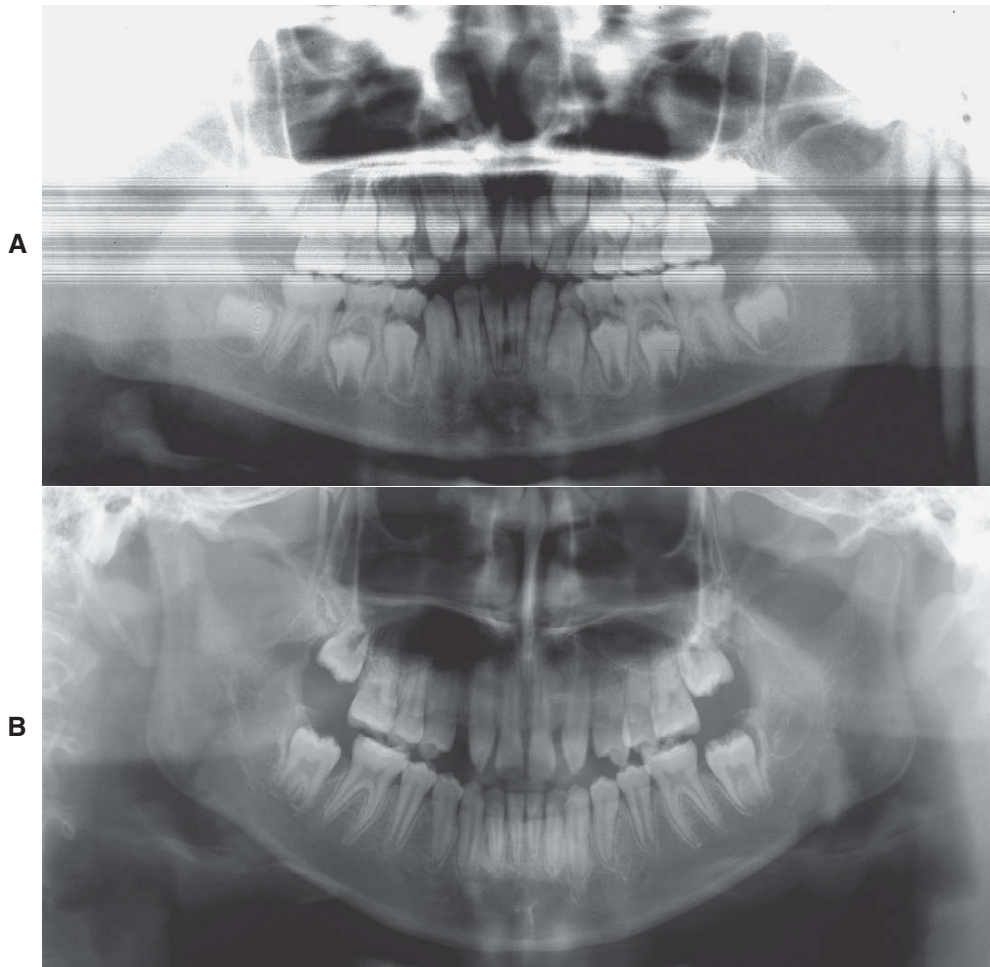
A, A radiografia panorâmica deste paciente mostra que um incisivo lateral superior permanente está ausente e o outro é conoide. B, Em vez de abrir ou fechar o espaço unilateralmente, o lateral conoide foi extraído, permitindo que os dentes migrassem e erupcionassem. Este paciente será agora tratado com fechamento de espaço bilateral ou implantes para melhorar a simetria e a estética.
